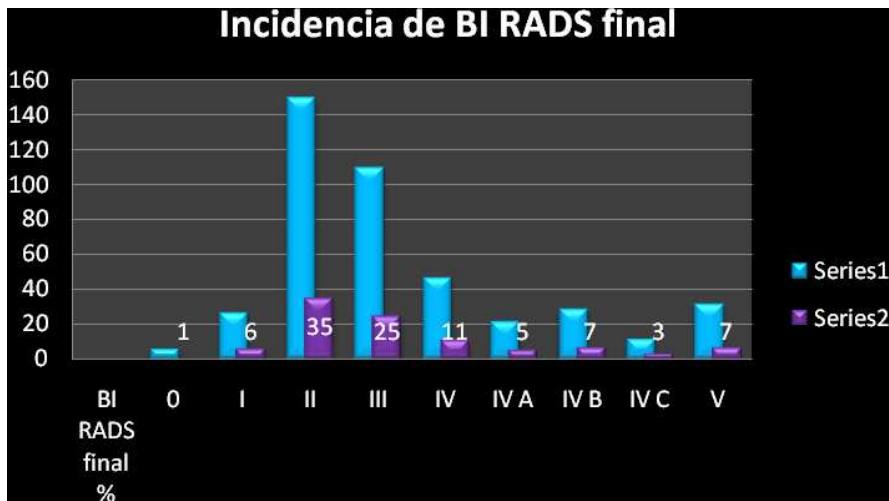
Gráfica que muestra la categorización de BI RADS final por mastografía y ultrasonido
